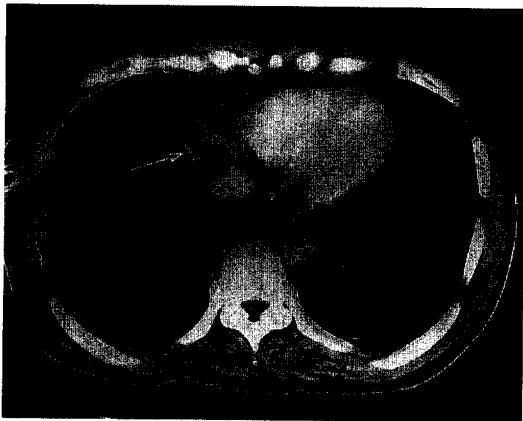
Chest CT shows a focal mass like thickening of mediastinal pleura near the heart(arrow).
